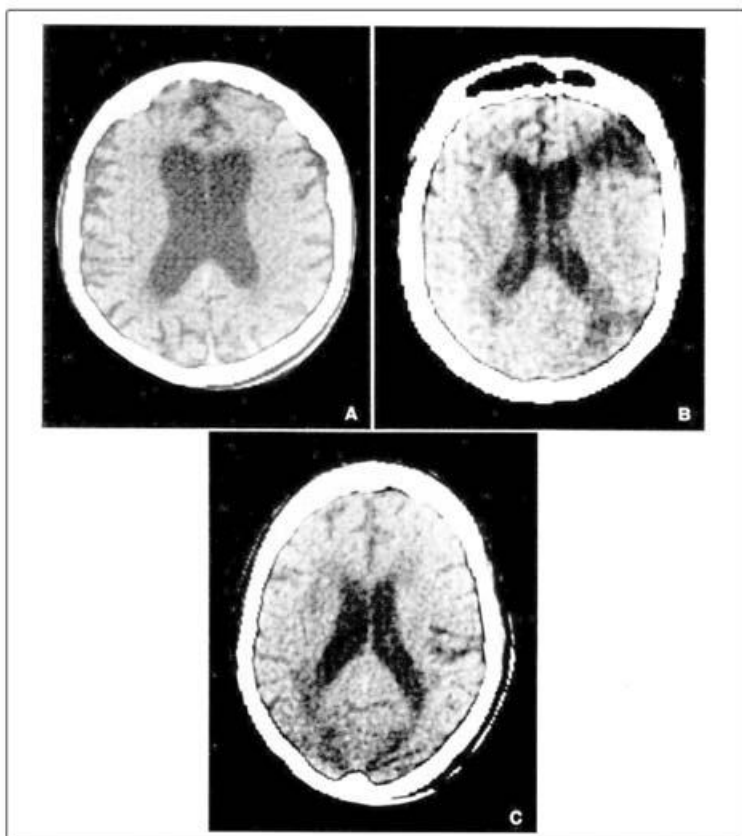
Tipični CT nalazi mozga kod infarkta: (A) zbog okluzije prednje cerebralne arterije, (B) srednje cerebralne arterije, (C) zadnje cerebralne arterije i (D) kompletne akutne okluzije unutrašnje karotidne arterije.
